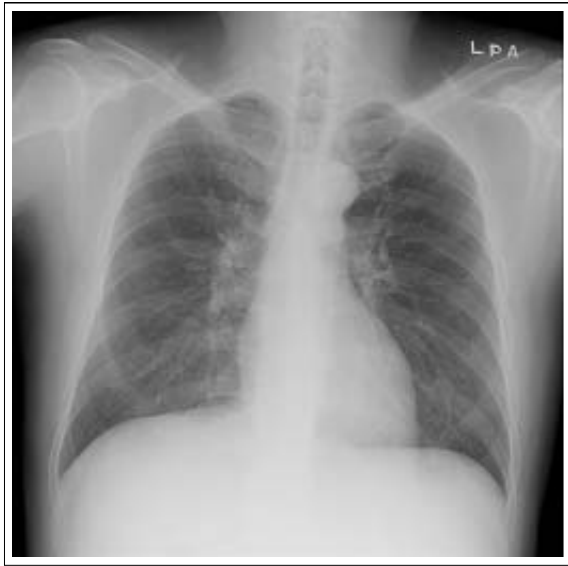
Chest radiograph taken on 5 months after cessation of interferon-alpha and ribavirin shows marked improvement of miliary nodules.
